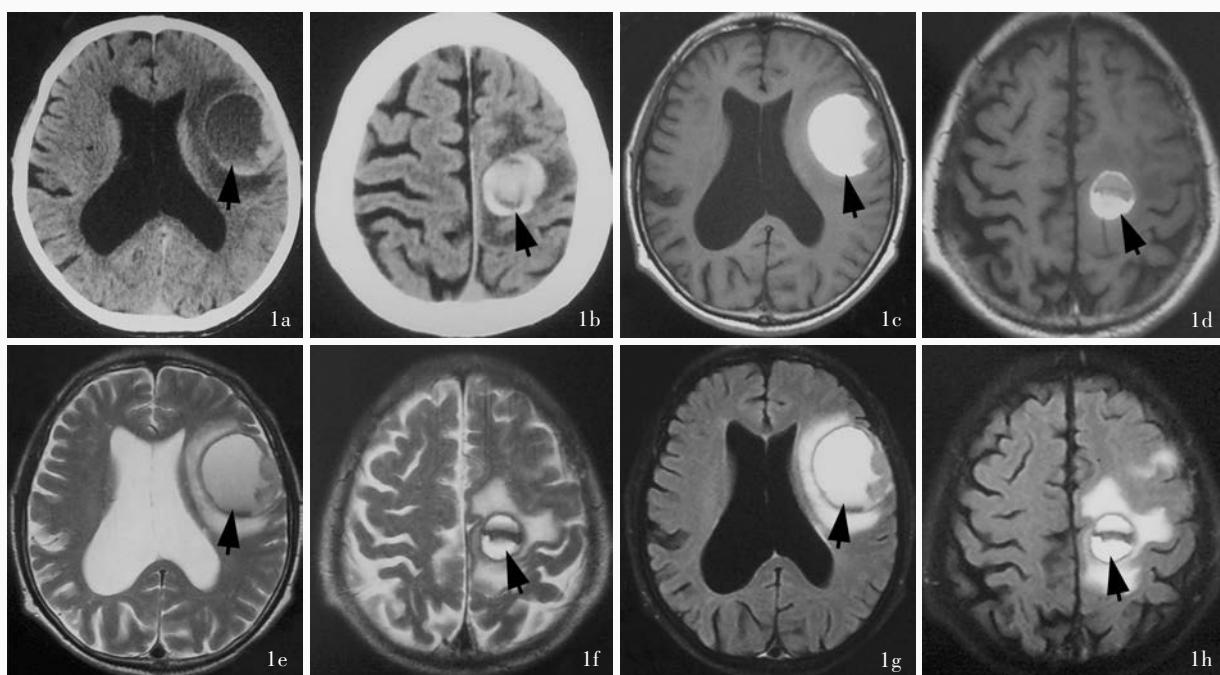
头部影像学检查所见 1a 横断面CT扫描,左侧额中回病灶呈高或低混杂密度(箭头所示),以低密度为主,部分病灶呈高密度 1b 横断面CT扫描,左侧中央沟病灶以高密度为主(箭头所示) 1c 横断面T₁WI序列,左侧额中回病灶以高信号为主(箭头所示),部分呈近似等信号 1d 横断面T₁WI序列,左侧中央沟病灶以高信号为主(箭头所示),部分呈近似等信号 1e 横断面T₂WI序列,左侧额中回病灶以稍高信号为主(箭头所示),部分呈等信号 1f 横断面T₂WI序列,左侧中央沟病灶以稍高信号为主(箭头所示),部分呈等信号 1g 横断面FLAIR序列,左侧额中回病灶以高信号为主(箭头所示),部分呈等信号 1h 横断面FLAIR序列,左侧中央沟病灶以高信号为主(箭头所示),部分呈等信号
